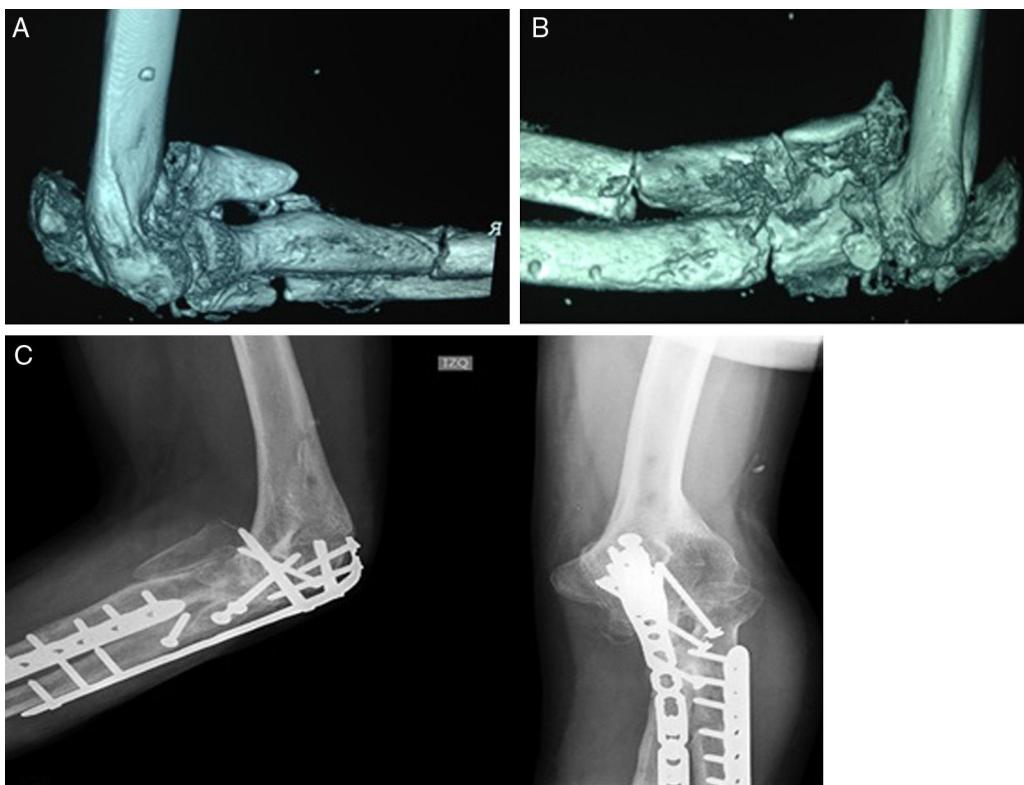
(A y B) Tomografía axial computarizada con reconstrucción tridimensional de codo izquierdo obtenida por planeamiento preoperatorio. (C) Radiografías postoperatorias con proyección lateral y anteroposterior de codo izquierdo.
